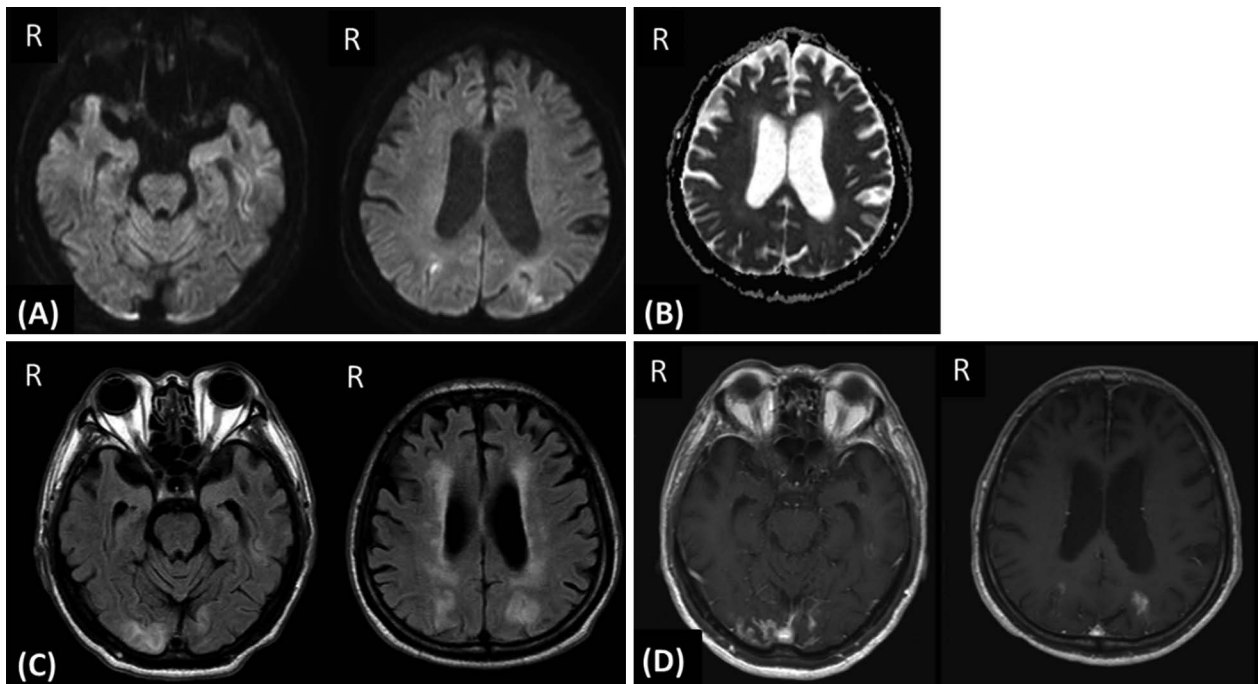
Brain MRI at 7 days after admission.
